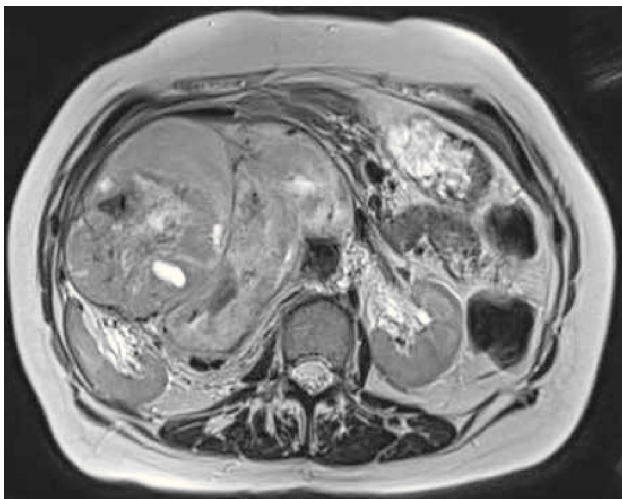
Sarcoma retroperitoneal. Secuencia T2 axial de RM. Gran masa retroperitoneal con desplazamiento de la vena cava inferior hacia anterior y del riñón derecho hacia lateral.
